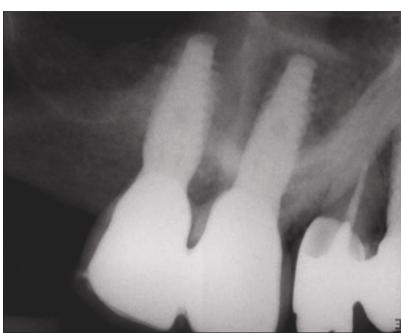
Периапикальная рентгенограмма через 6 месяцев после хирургии.
